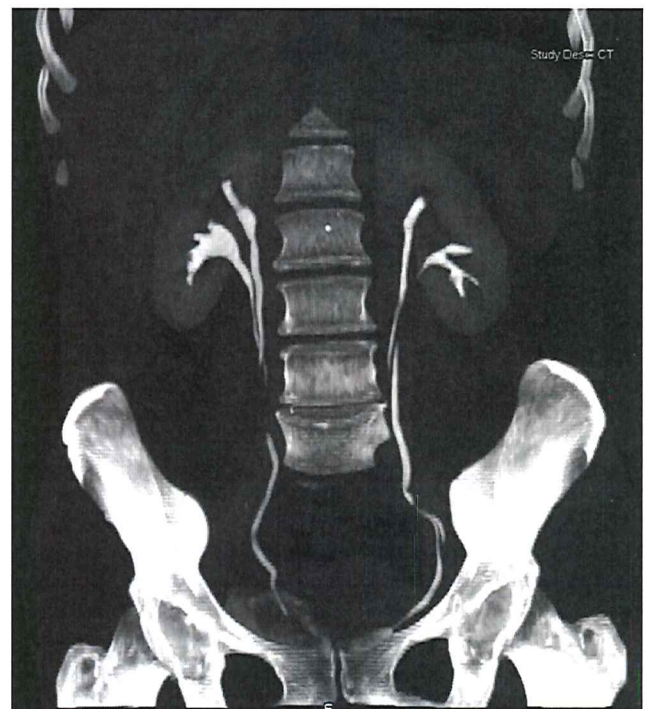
Double système pyélocaliciel complet bilatéral. Présence d'un double système pyélocaliciel complet bilatéral visualisé grâce à une reconstruction tomographique en phase tardive, avec opacification des uretères.
